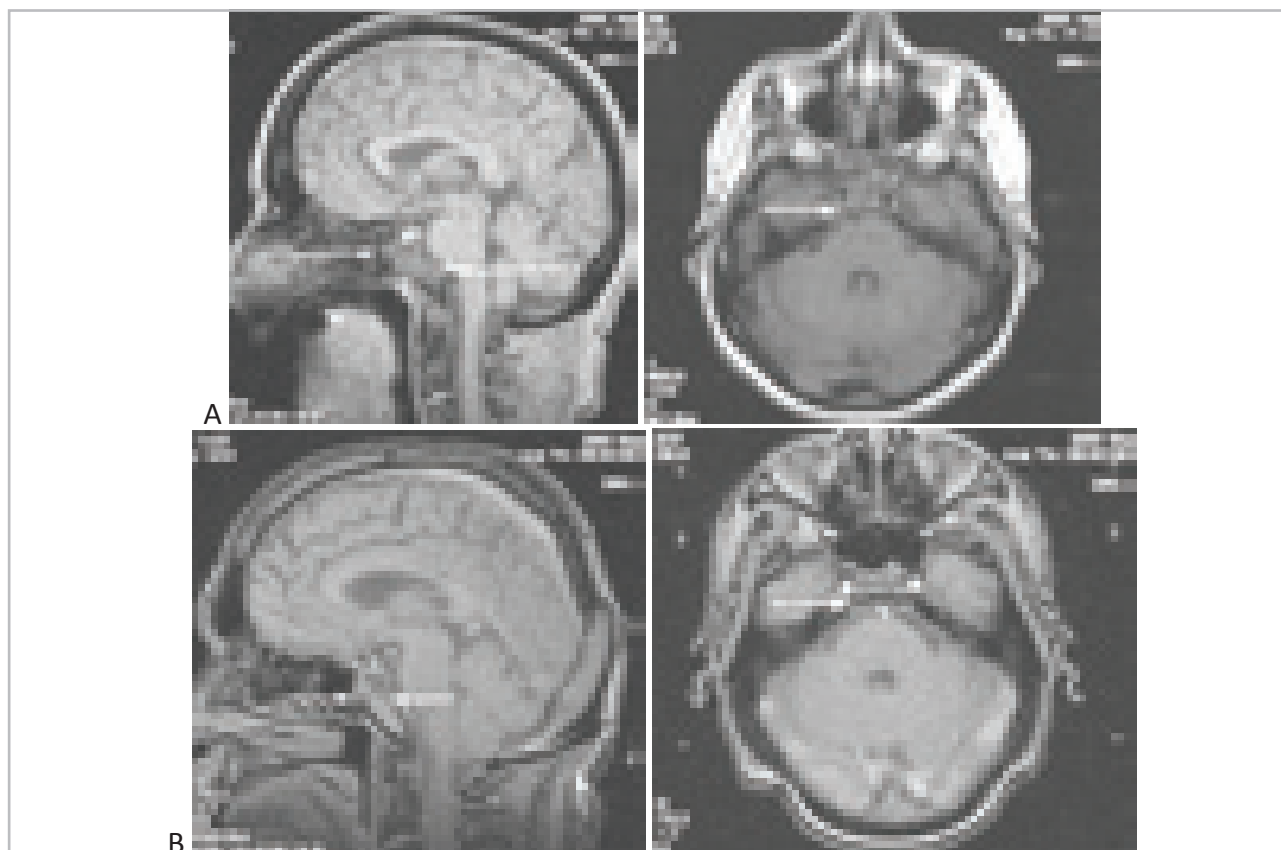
МРТ до и после радиохирургического лечения. “А” – до радиохирургии. “В” – динамика через 4 месяца после радиохирургии 27,5 Гр на установке “Novalis”. сагиттальные изображения.– аксиальные изображения. Больная П-ко 52 года.
